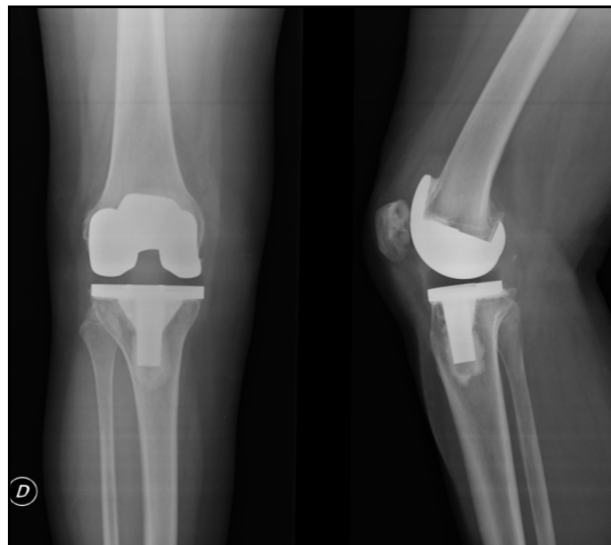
Radiografías anteroposterior y lateral postoperatorias del paciente de la Figura 4 tras artroplastia total de rodilla con alineación mecánica y prótesis cementada.
